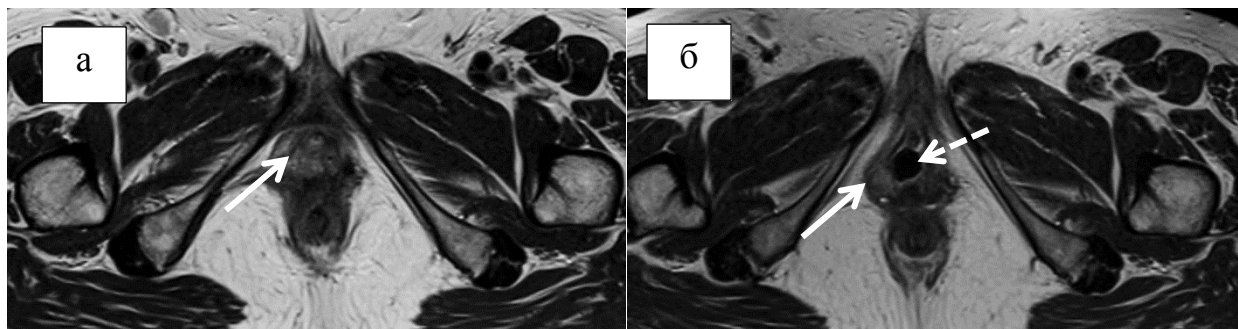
МР-томограммы ПРВ с распространением на вульву: а - T2ВИ в аксиальной плоскости; б - T2ВИ в аксиальной плоскости с ЭА. Опухоль отмечена сплошной стрелкой, аппликатор отмечен пунктирной стрелкой.
